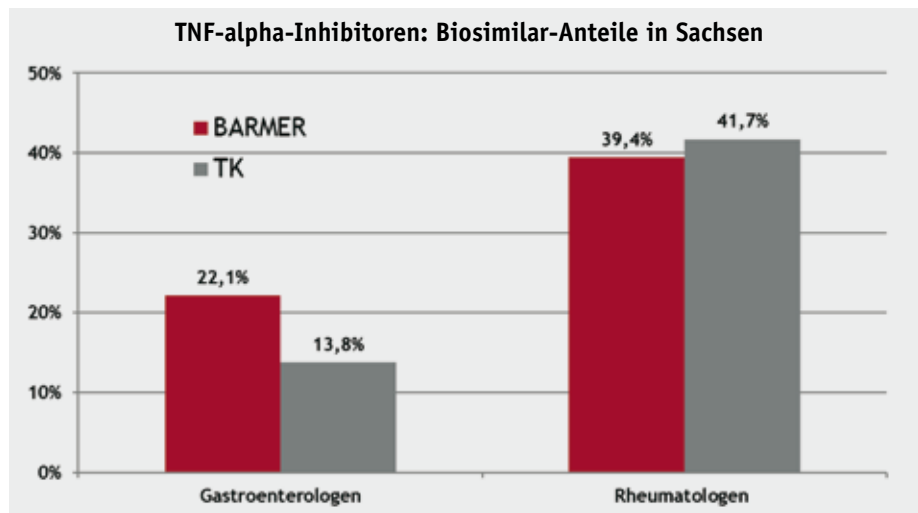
Biosimilaranteil (nach DDD) für TNF-alpha-Inhibitoren in Sachsen bei BARMER und TK für die Facharztgruppen Gastroenterologen und Rheumatologen im Quartal 2018.3; Quelle: NVI-KT (INSIGHT Health).
